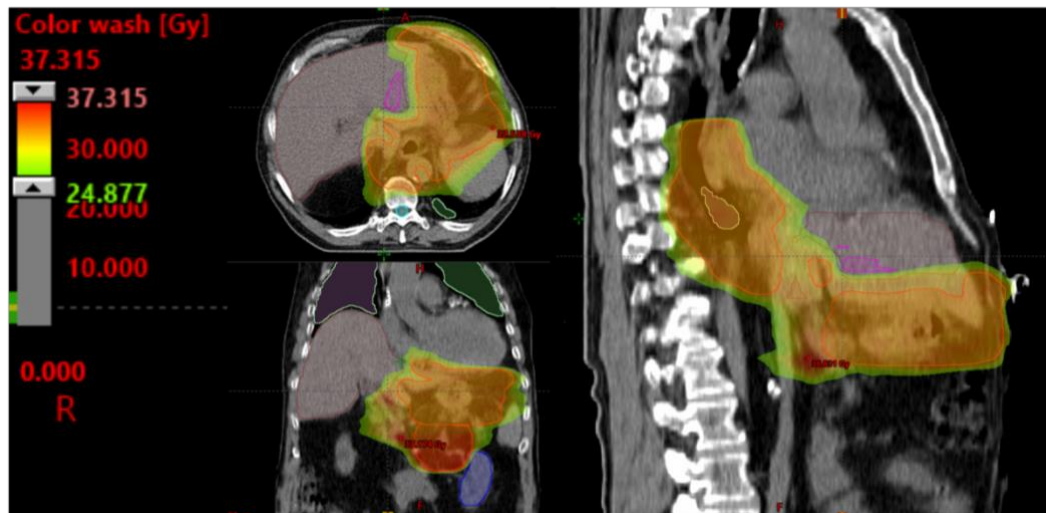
CT-Scan in Transversal-, Frontal- sowie Sagittalebene mit Konturierung des Tumorgewebes
